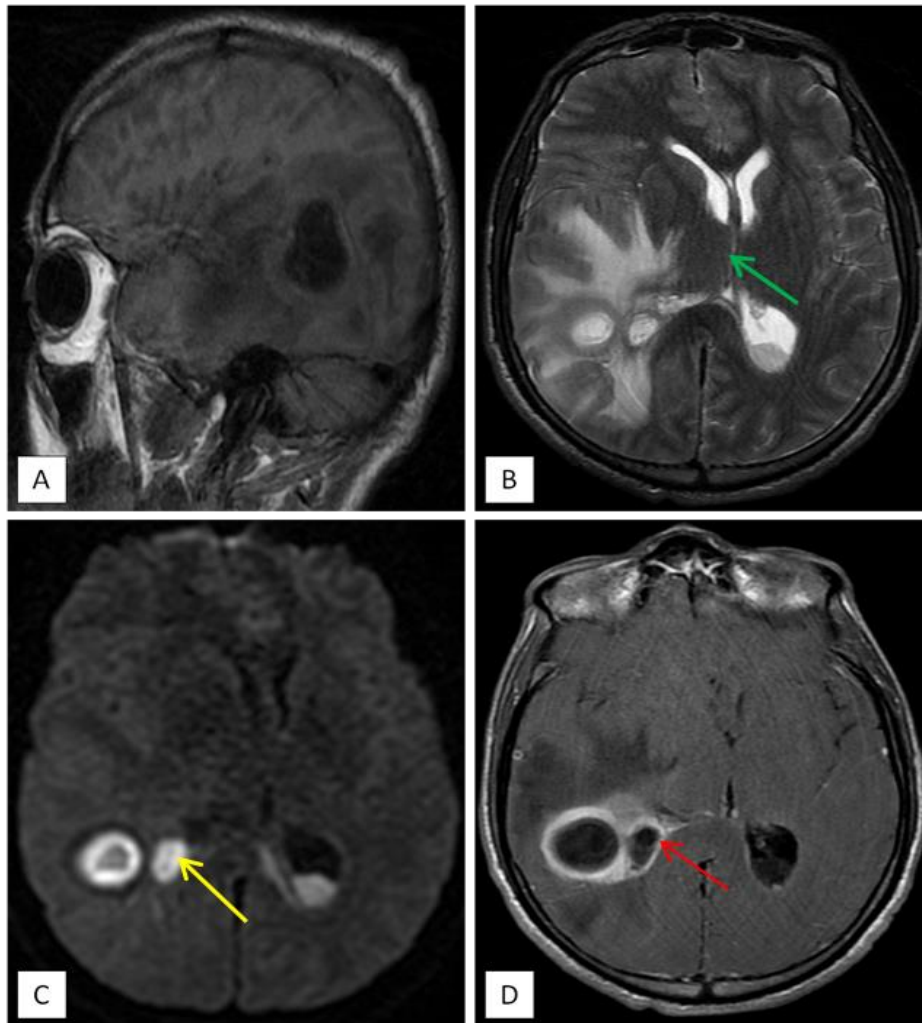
L'IRM montre la présence au niveau de la région temporo-occipitale droite d'une formation intra-axial bien limitée en hyposignal T1 (coupe sagittale : A), en hypersignal T2 (coupe axiale : B), avec restriction de diffusion centrale (coupe axiale : C), à paroi épaisse décrite en hypersignal T1 (A) et hyposignal T2 (B) rehaussée après contraste (coupe axiale : D) , il s'y associe un important œdème périlésionnel associé à un engagement sous falcorien et déviation de la ligne médiane à gauche (flèche verte : B). Sur le plan topographique, cette formation est para-ventriculaire jouxtant la corne occipitale homolatérale; dont la paroi est rehaussée (flèche rouge : D); semblant être rompu dans le ventricule, qui contient un liquide dont le signal en diffusion est identique au signal de l'abcès, signifiant la présence de pus dans le ventricule : ventriculite (flèche jaune : C).
